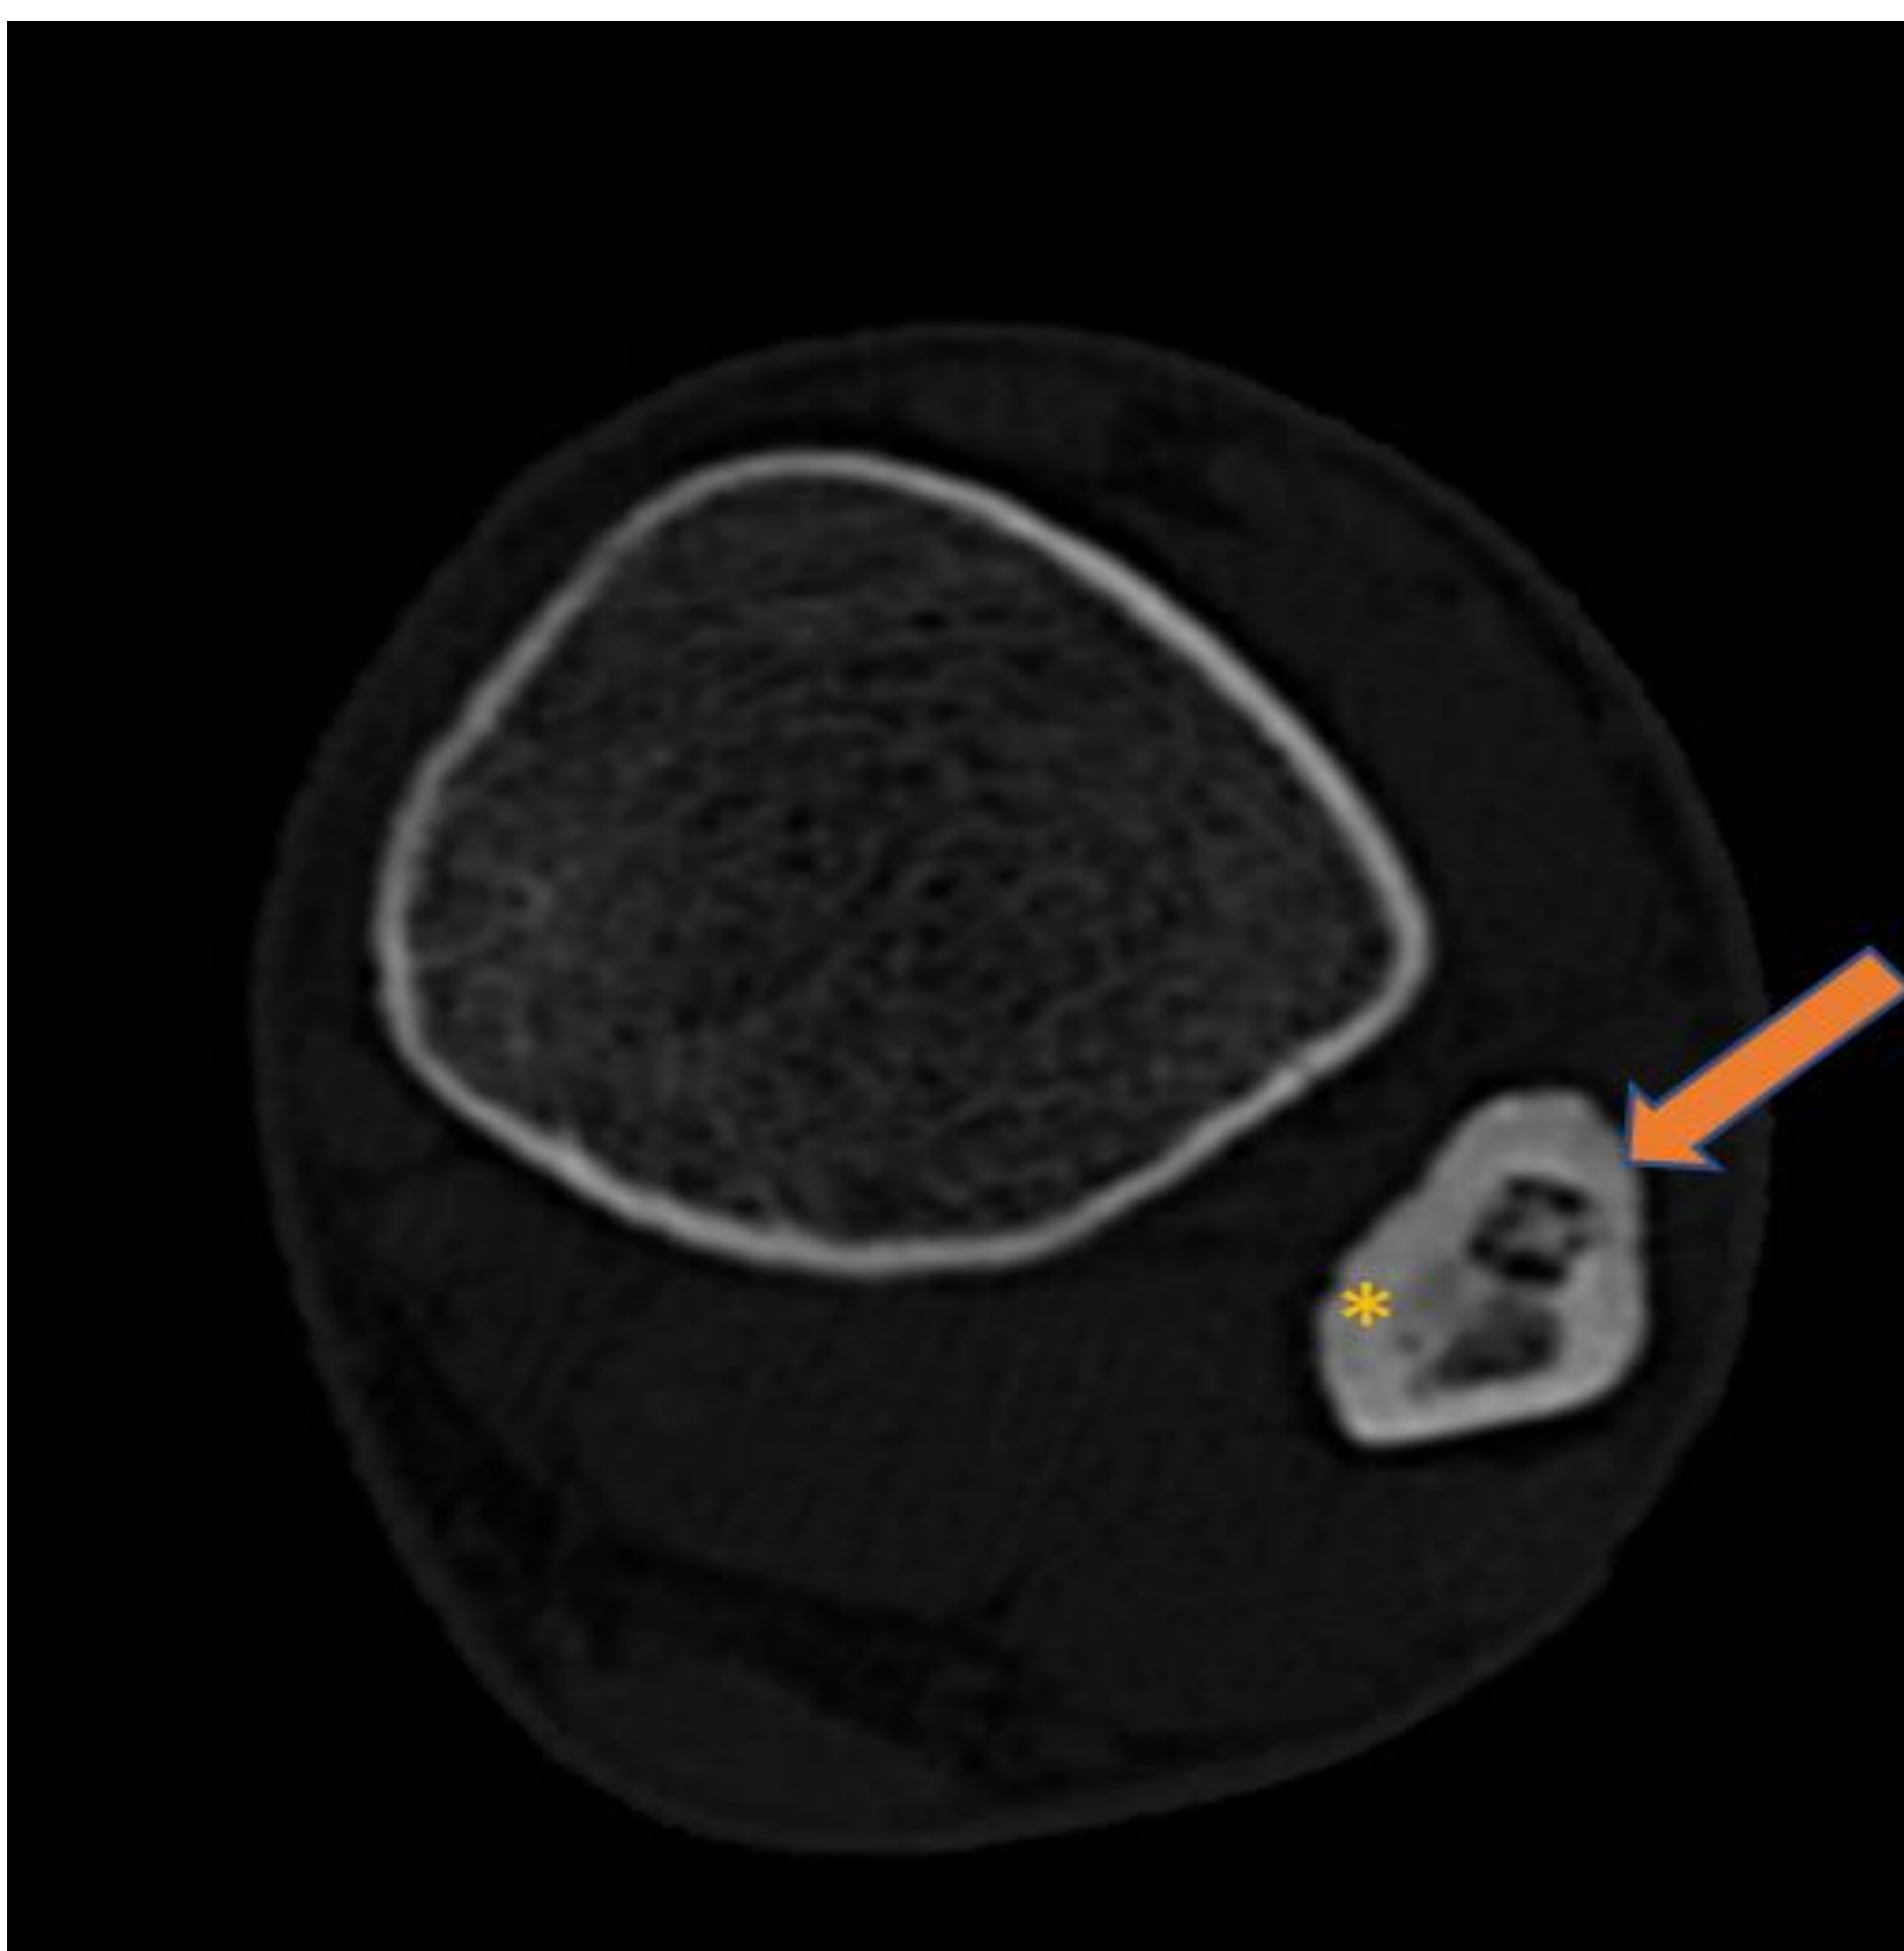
Corte axial TC de MII sin CIV con ventana de hueso. Se visualiza en el seno de la cortical anterior de la metáfisis distal del peroné izquierdo la presencia de una lesión consistente en un nidus radiolúcido central mineralizado (flecha naranja) que se acompaña de un engrosamiento cortical y esclerosis reactiva (asterisco amarillo). Hallazgo en relación con osteoma osteoide.
